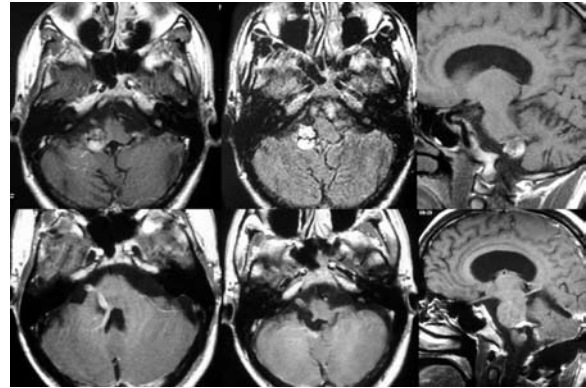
Caso 1: Imagens da RM pré- (acima) e pós-operatória (abaixo) do cavernoma bulbar. Nota-se a preservação do angioma venoso.
